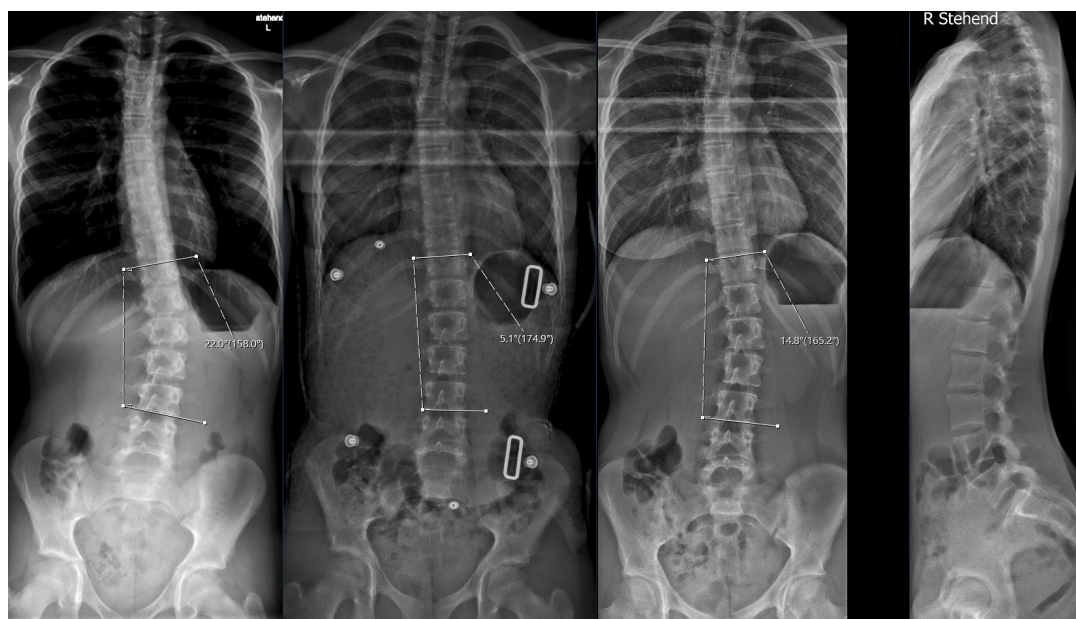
Adolescente de 12 ans avec une scoliose thoraco-lombaire idiopathique convexe à gauche, avec un angle de Cobb de 22° . Correction avec un corset et contrôle 3 ans plus tard. Initialement stade de Risser 0 avec soudure en Y encore ouverte. Entre temps soudure en Y fermée et stade de Risser I-II. Le développement de l'adolescente n'est pas terminé, le corset doit donc encore être porté. L'objectif est d'atteindre le stade de Risser III-IV avant le sevrage. Avant la radiographie de contrôle sans corset, il ne doit pas être porté pendant 48 heures, ce qui permet d'obtenir une image réaliste de la correction obtenue.
